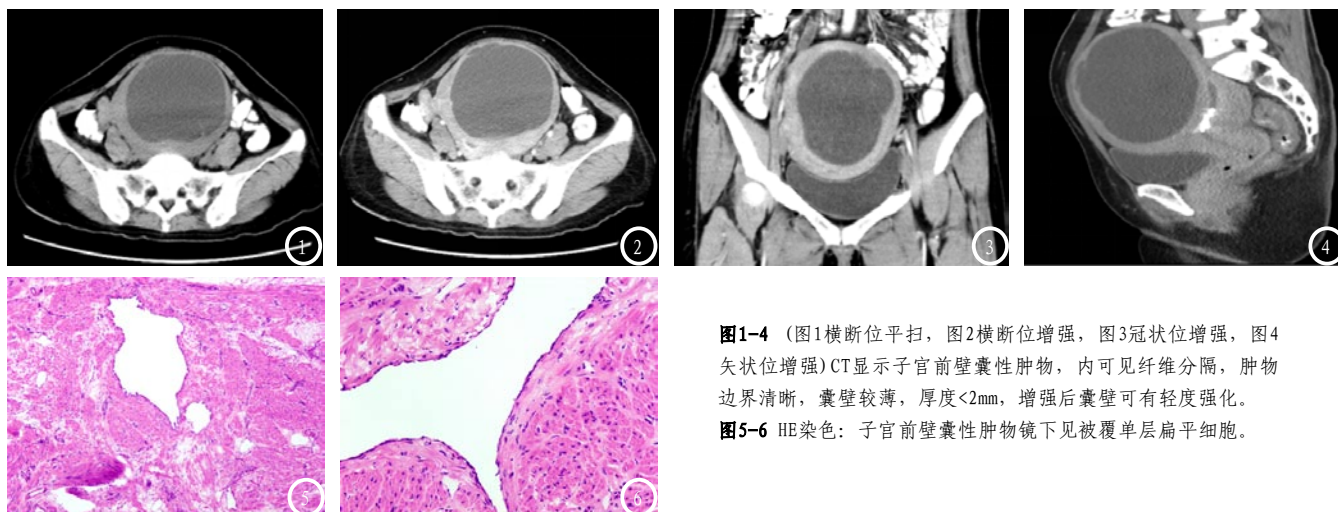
(图1横断位平扫, 图2横断位增强, 图3冠状位增强, 图4矢状位增强)CT显示子宫前壁囊性肿物, 内可见纤维分隔, 肿物边界清晰, 囊壁较薄, 厚度<2mm, 增强后囊壁可有轻度强化。
